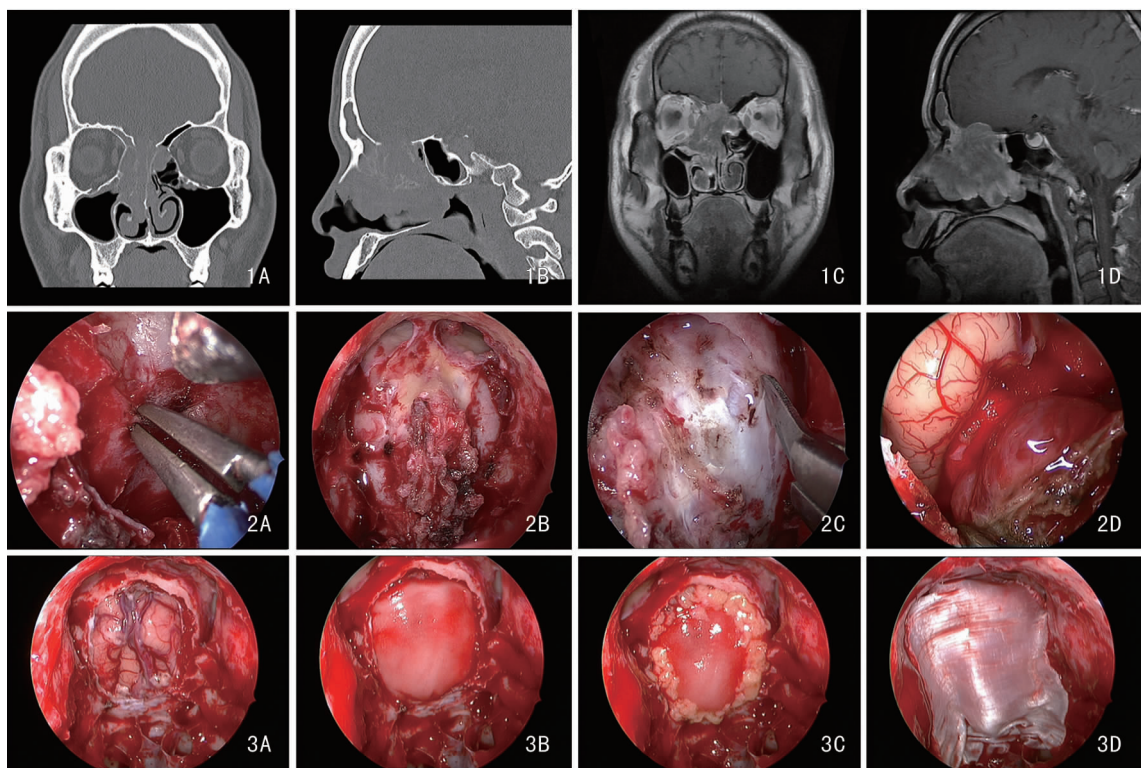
术前嗅神经母细胞瘤患者鼻窦CT(1A冠状位)和(1B矢状位)示双侧鼻腔顶部、筛窦内软组织影,累及前颅底骨质;鼻窦MRI T1(1C冠状位)和(1D矢状位)加权像示双侧鼻腔顶部、筛窦内软组织不均匀强化,突入眶内和颅内,局部硬膜有强化
